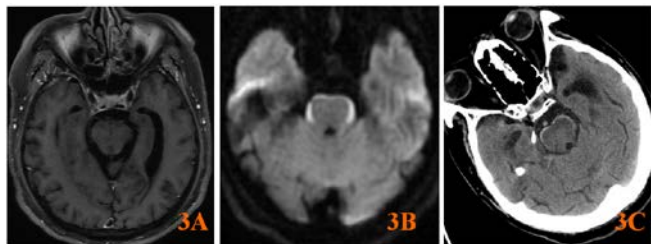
65岁男性肺癌患者行为异常15天。大脑脚表面线状DWI(3B)高信号、无强化(3A), 6个月后CT示限号灶钙化样改变(3C)。病人很快死亡。
